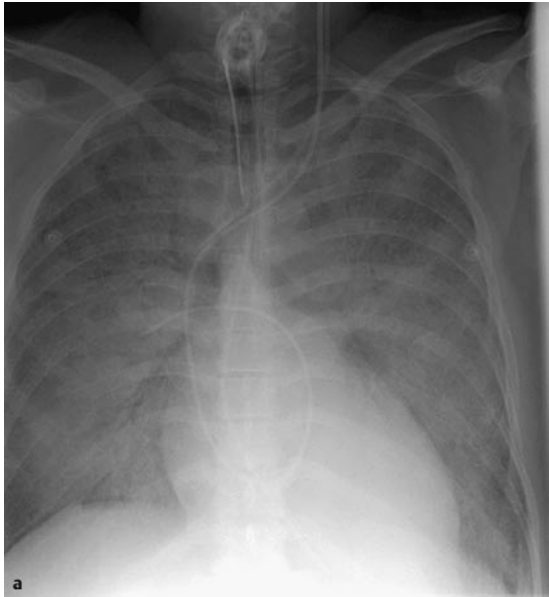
ARDS/ALI im Rahmen einer Malaria tertiana. a Röntgenaufnahme mit Vollbild eines ARDS/ALI, alle 4 Quadranten flächig infiltriert. Regelrechte Lage von ZVK und Pulmonalkatheter. b Das CT im Lungenparenchymfenster zeigt die abhängigen Partien massiv verdichtet mit zentralem Pneumobronchogramm.
